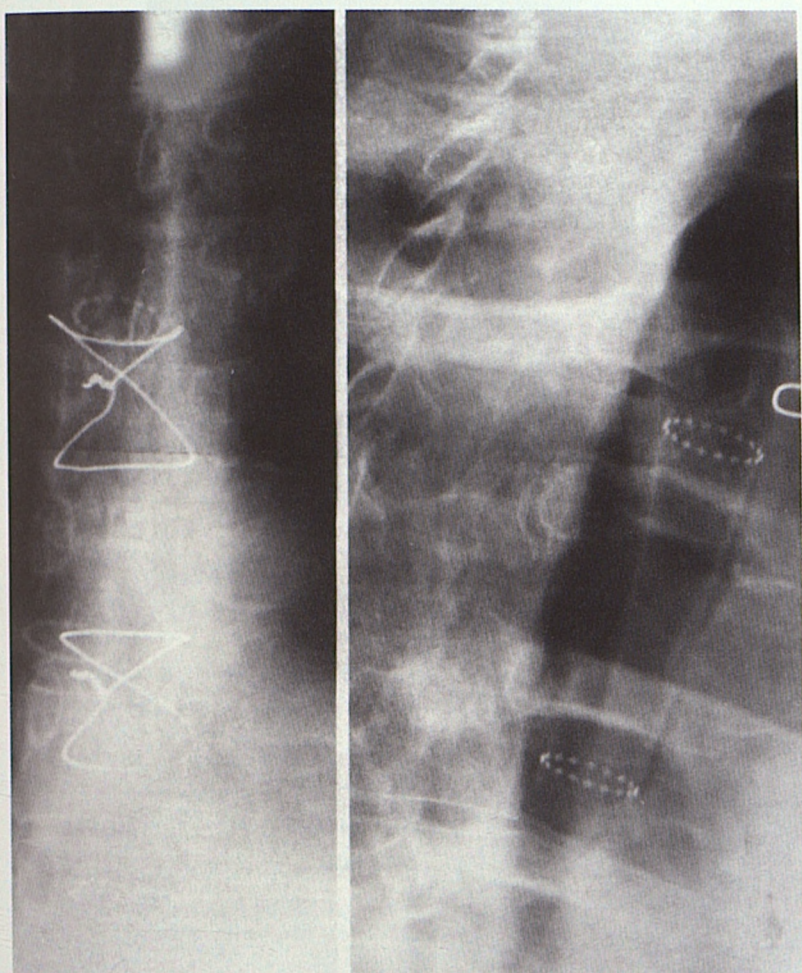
Рентгенография: стент. Polyflex Stent, Rusch Germany
